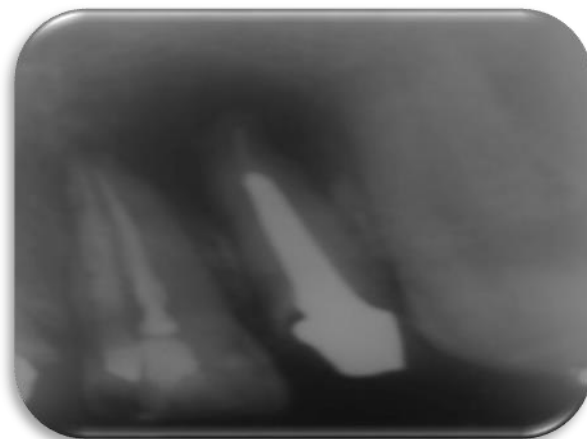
Imagen preoperatoria del elemento 22 en donde se observa el proceso periapical.
